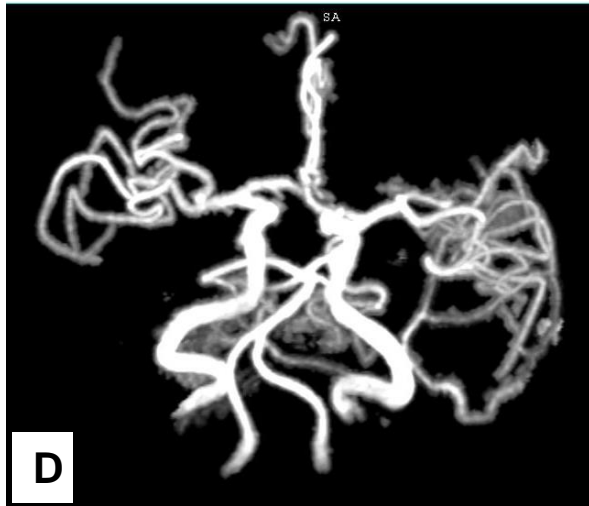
Imagen D y E. Angioresonancia. Área de hipervascularización en el sector del infarto con desplazamiento de ACM izq desde su seg M2 en sentido posterior.
